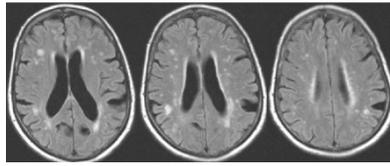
IRM cortes axiales con técnica de Flair. Pueden observarse lesiones hiperintensas con aspecto lacunar de la sustancia blanca en ambos hemisferios cerebrales y sombra hiperintensa periventricular, más acentuada cerca del trígono del ventrículo lateral izquierdo.
